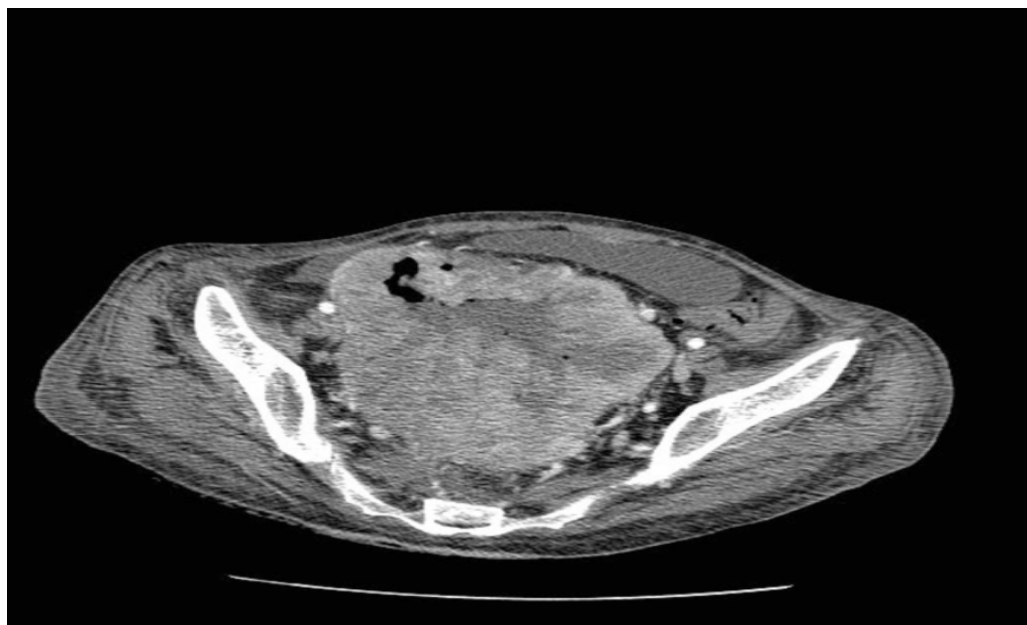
Tomografia computadorizada de abdome com contraste- Corte axial
